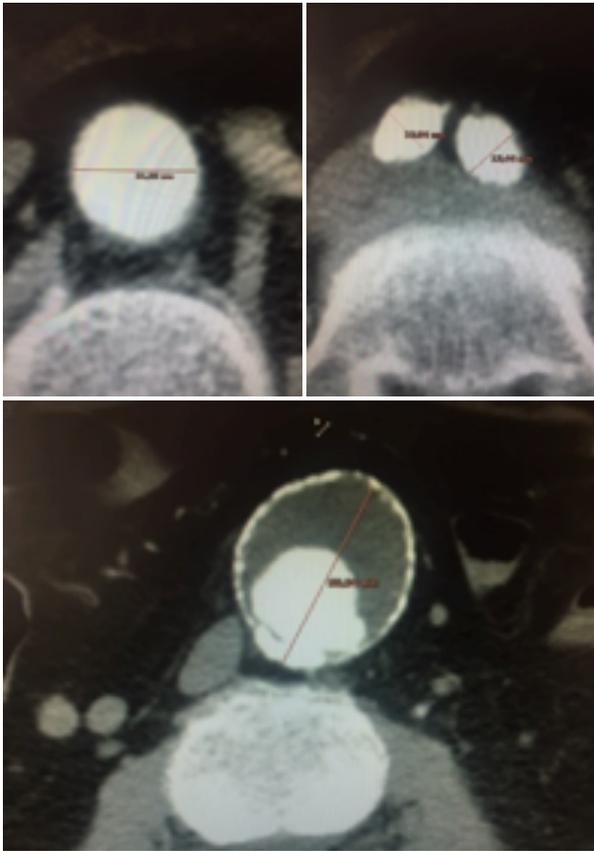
Medición en un plano transversal en imagen de corte de Angio-TAC a nivel de cuello, cuerpo y arterias iliacas comunes.
